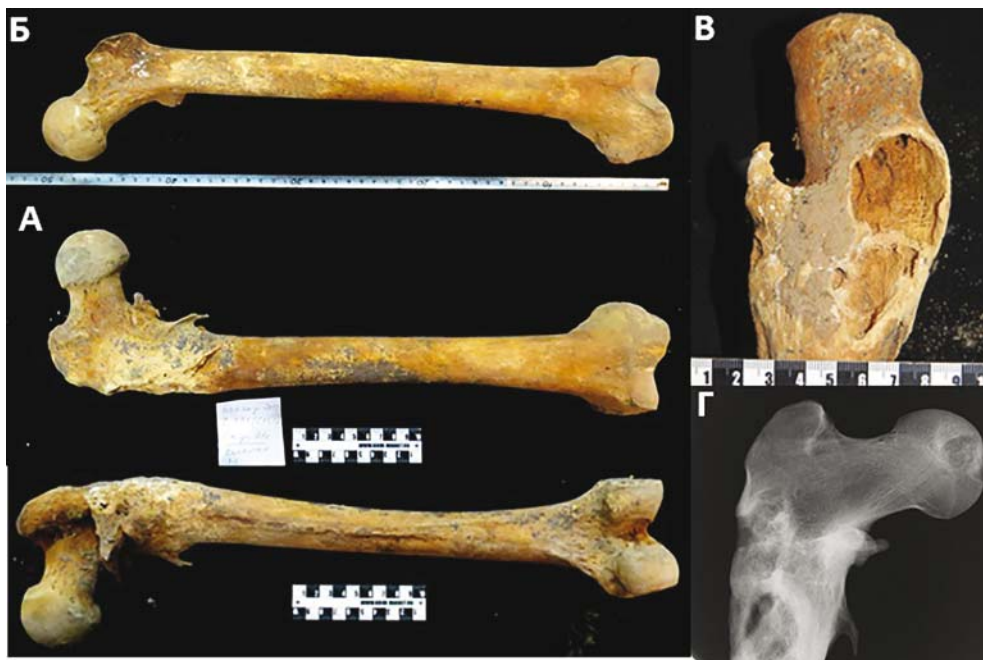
Осложненный перелом бедренной кости (пог. 24). А – фото правой бедренной кости с переломом, вид с вентральной и дорсальной сторон; Б – здоровая левая бедренная кость из того же погребения; В – фото проксимального отдела правой бедренной кости на уровне перелома с латеральной стороны; Г – рентгенограмма.
